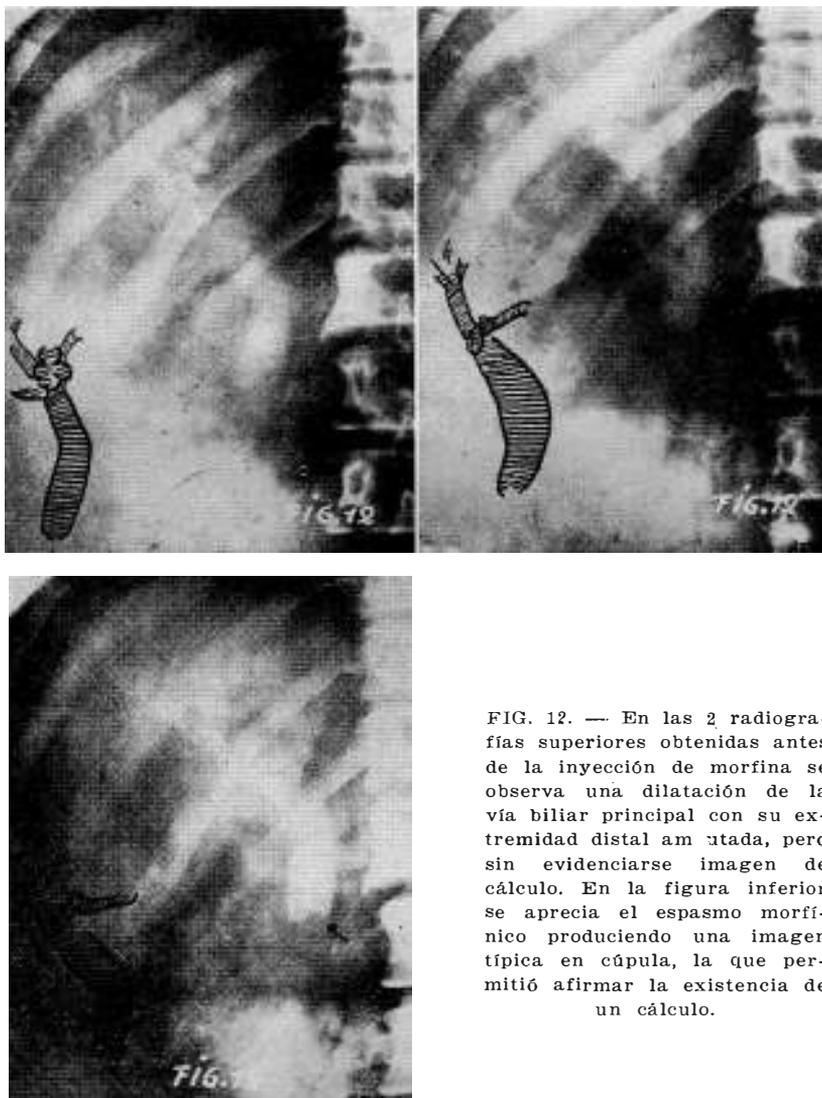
En las 2 radiografías superiores obtenidas antes de la inyección de morfina se observa una dilatación de la vía biliar principal con su extremidad distal amputada, pero sin evidenciarse imagen de cálculo. En la figura inferior se aprecia el espasmo morfínico produciendo una imagen típica en cúpula, la que permitió afirmar la existencia de un cálculo.
